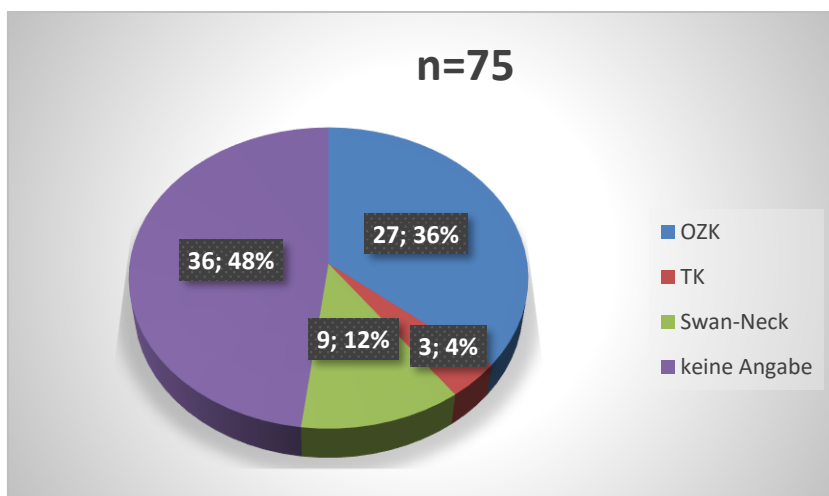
Übersicht der Verteilung hinsichtlich der verschiedenen Kathetertypen; TK= Tenckhoff,-Katheter, OZK= Oreopoulos-Zellermann-Katheter
